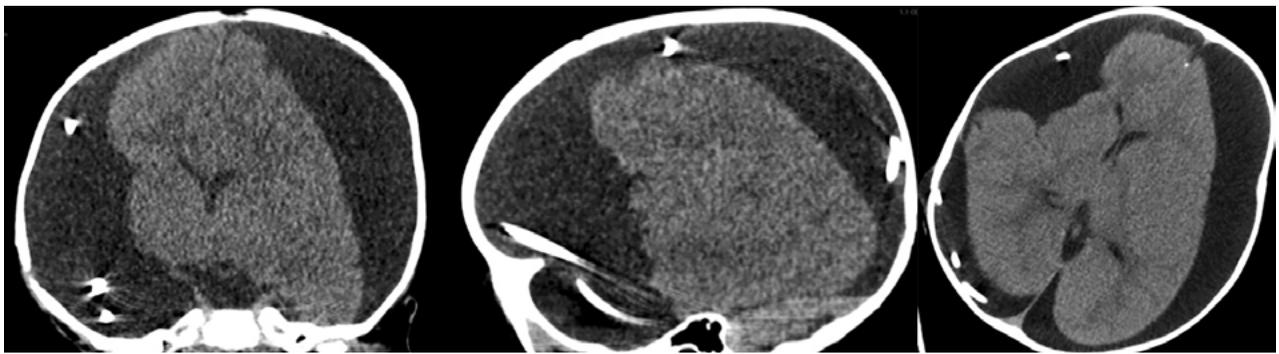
Tomografía computarizada en vistas axial, coronal y sagital. Se observa el sistema intracraneal.
